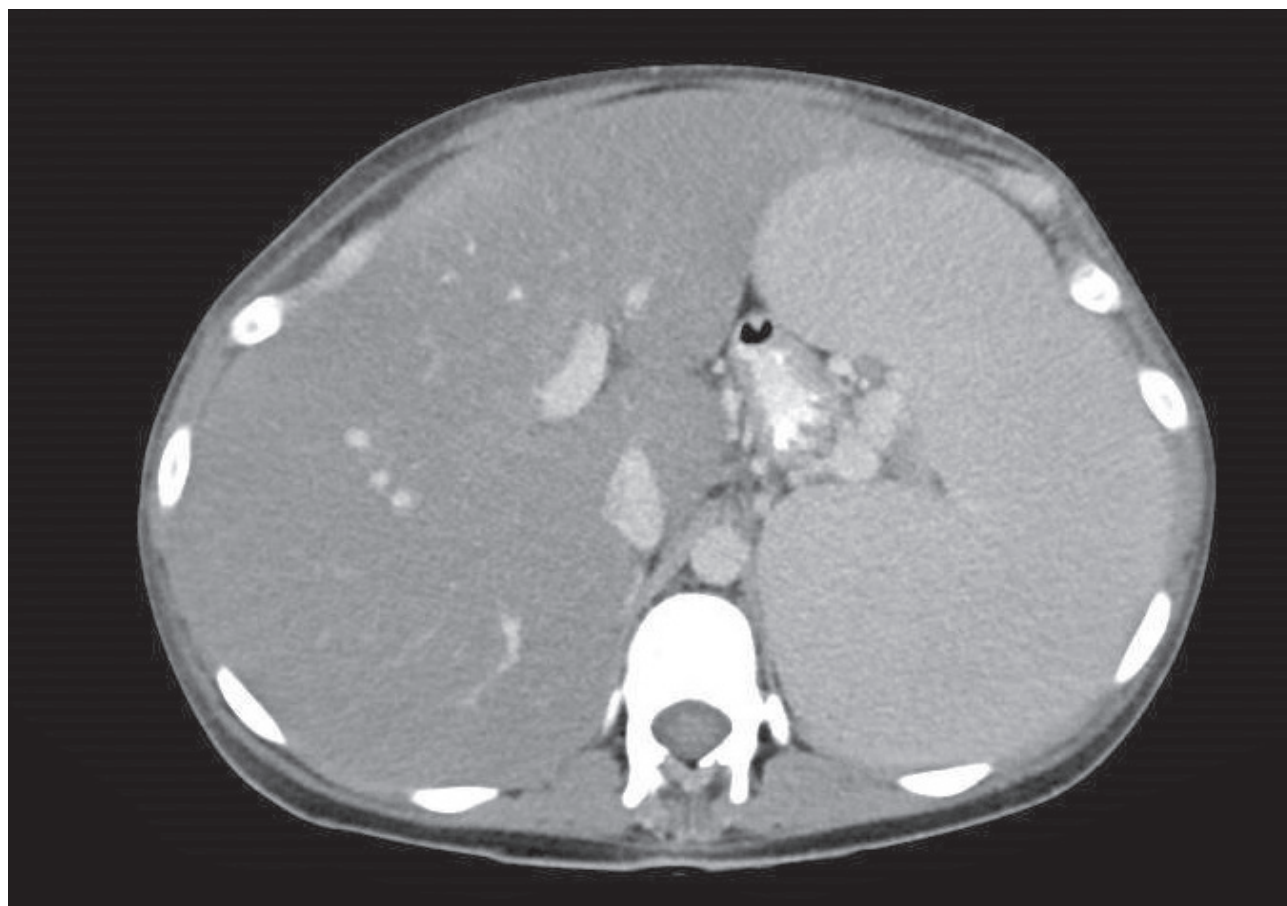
Tomografia computadorizada abdominal revelando hepatomegalia e esplenomegalia (baço com dimensão de 17,8 cm no seu eixo ântero-posterior)
